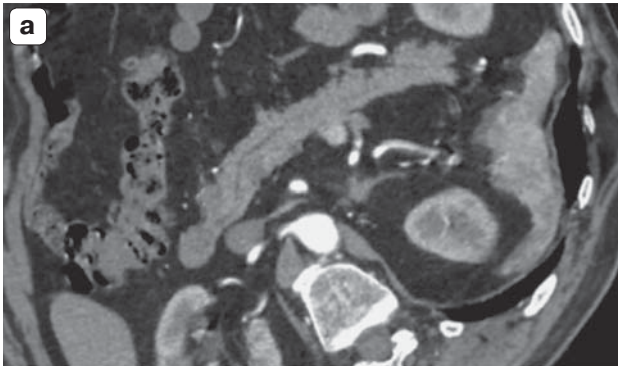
Протоковая аденокарцинома поджелудочной железы как инциденталомы, случайно выявленная при мониторинге состояния нейроэндокринной опухоли в хвосте поджелудочной железы, КТ-изображения. а – в артериальную фазу контрастного усиления на криволинейной реконструкции по задней поверхности тела поджелудочной железы определяется гиперваскулярное образование. По передней поверхности перешейка поджелудочной железы видна слабо гипоинтенсивная зона без четких контуров; б – повторное исследование через 6 мес. Криволинейная реконструкция в той же плоскости, в ту же фазу исследования. Гиперденсное образование (нейроэндокринная неоплазия) прежних размеров. Протоковая аденокарцинома стала более гиподенсной, умеренно увеличилась в размерах, контуры ее более четкие.
